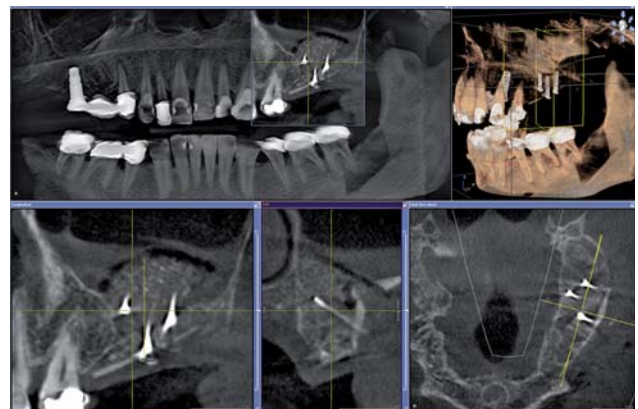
Röntgenkontrolle nach der Augmentation.
